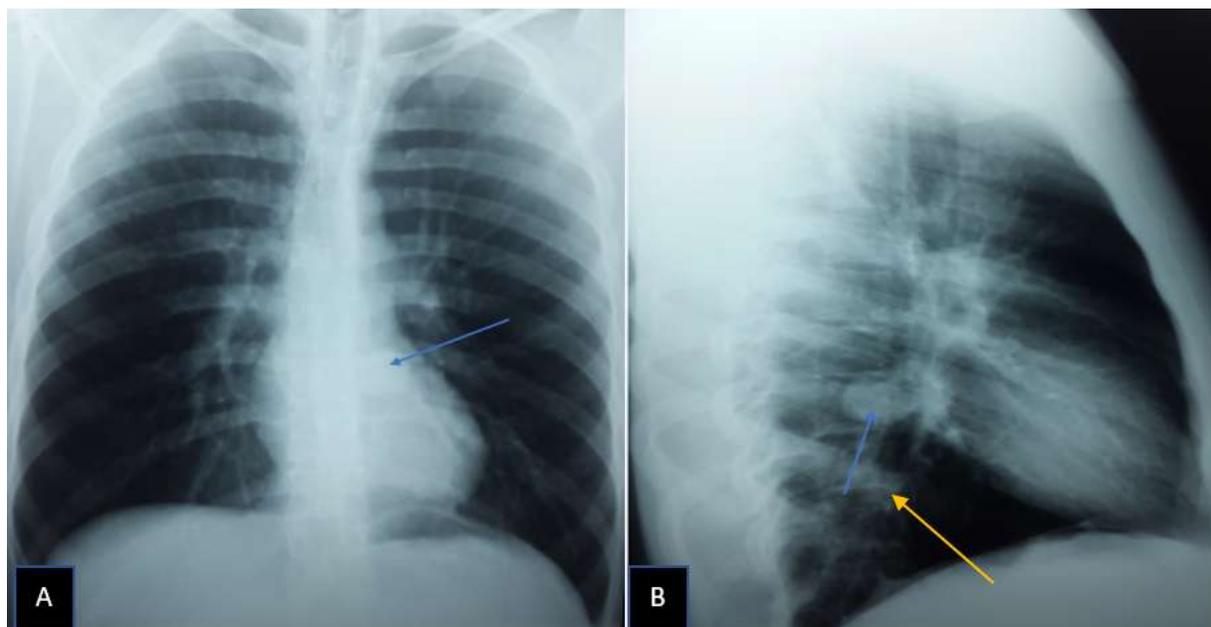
Radiographie de face (A) qui montre une opacité retrocardiaque homogène arrondie bien limitée correspondant à un kyste bronchogénique médiastinal (flèche bleu). Sur la radiographie thoracique de profil (B) on note la présence de cette même opacité arrondie homogène dans le médiastin postérieur (flèche bleu), avec une opacité au-dessous correspondant à une séquestration (flèche jaune).
